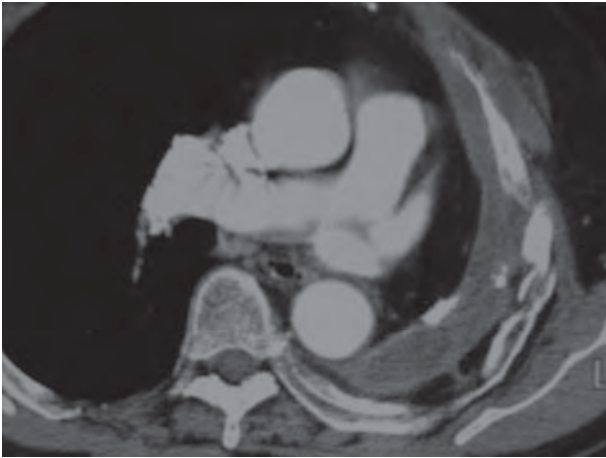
disparition de la tumeur sur la TDM à 1 an
